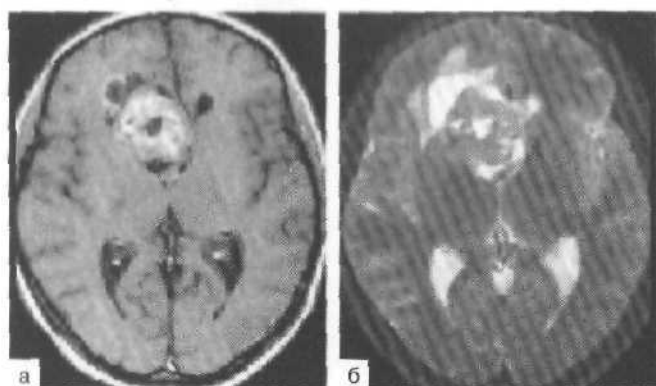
МРТ с контрастным усилением. Эпендимома, расположенная пери- и интравентрикулярно в области переднего рога правого бокового желудочка.
